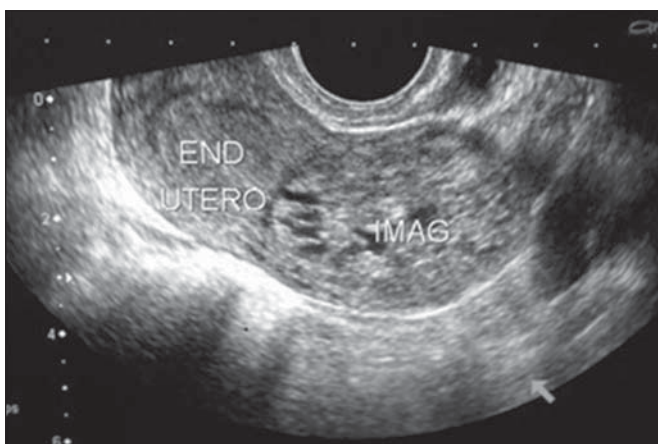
Ultrassonografia transvaginal mostrando cavidade endometrial vazia, ao lado de grande quantidade de material amorfo, anecogênico, multivesicular, sugerindo mola hidatiforme tubária, posteriormente confirmada pela histopatologia.
